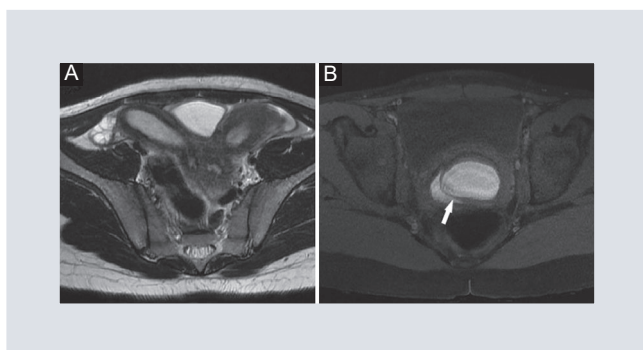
Resonancia magnética. A: T2 FRFSE axial, se observan dos cuernos uterinos separados con su respectiva cavidad endometrial. B: T1 + FS axial, se identifican dos hemivaginas separadas por un septo longitudinal (flecha).
